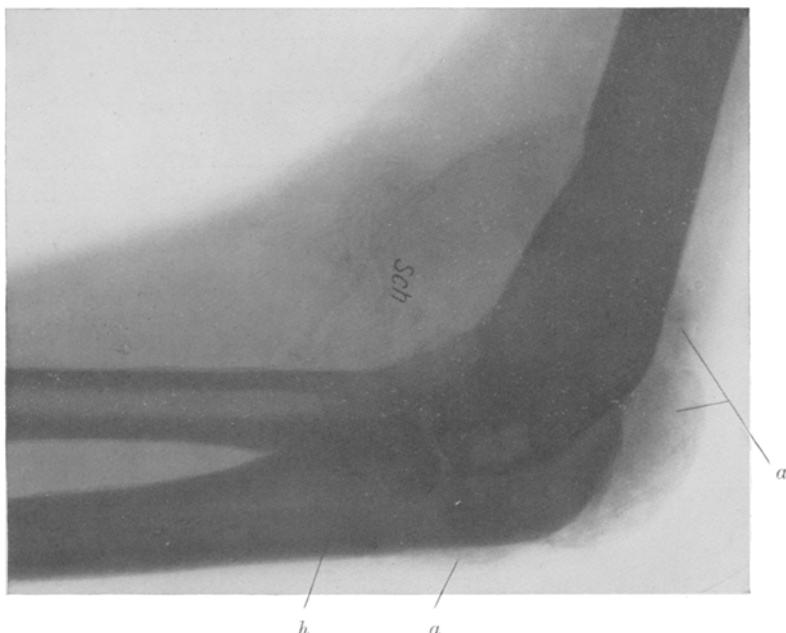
Zu Lebzeiten aufgenommenes Röntgenbild vom Ellbogengelenk. a = kalkdichte Auflagerungen, Sch = die dichten Schatten im Gelenkkraum, h = tiefe Höhle in der Ulna. Auch die Exkavation der Gelenkpfanne sehr deutlich. Ebenso die Deformierung des distalen Humerusendes.
